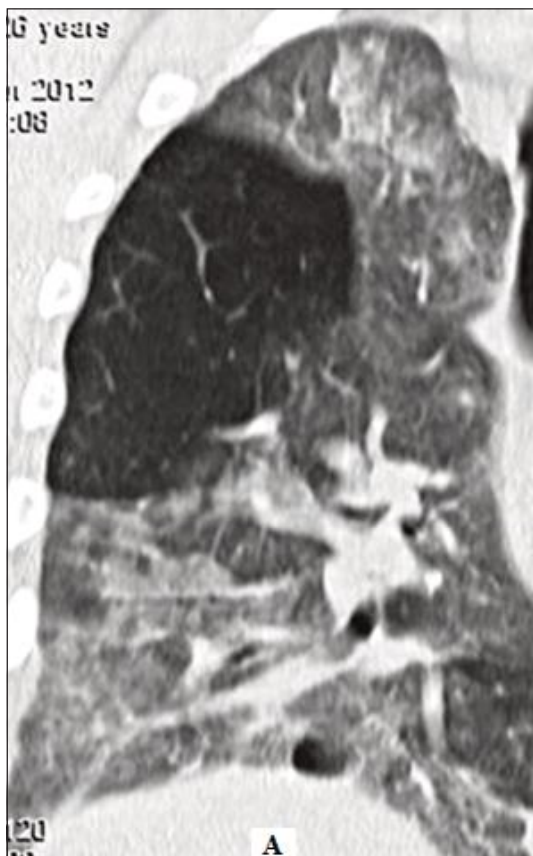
Пациент С., 26 лет, прогрессирующая легочная дистрофия с образованием множественных различного размера булл. А – мультипланарная реконструкция правого легкого при МСКТ во фронтальной плоскости. На данном срезе выявляется большая тонкостенная воздушная полость – булла. Окружающая легочная ткань компрессирована. В просвете буллы видны тонкие линейные структуры, обусловленные сосудами, остатками межальвеолярных перегородок. Б – операция буллэктомия, вскрытие буллы, полное подтверждение компьютерно-томографических находок.
